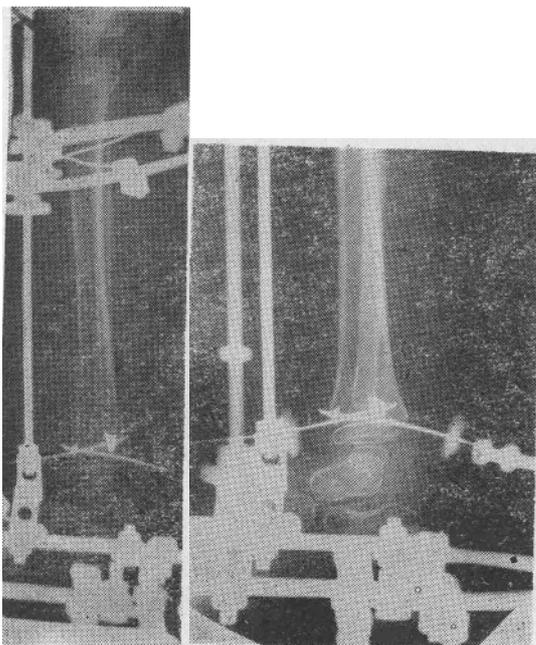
Боковая рентгенограмма правой голени к концу деторсии берцовых костей (а) и после исправления стопы (б).
